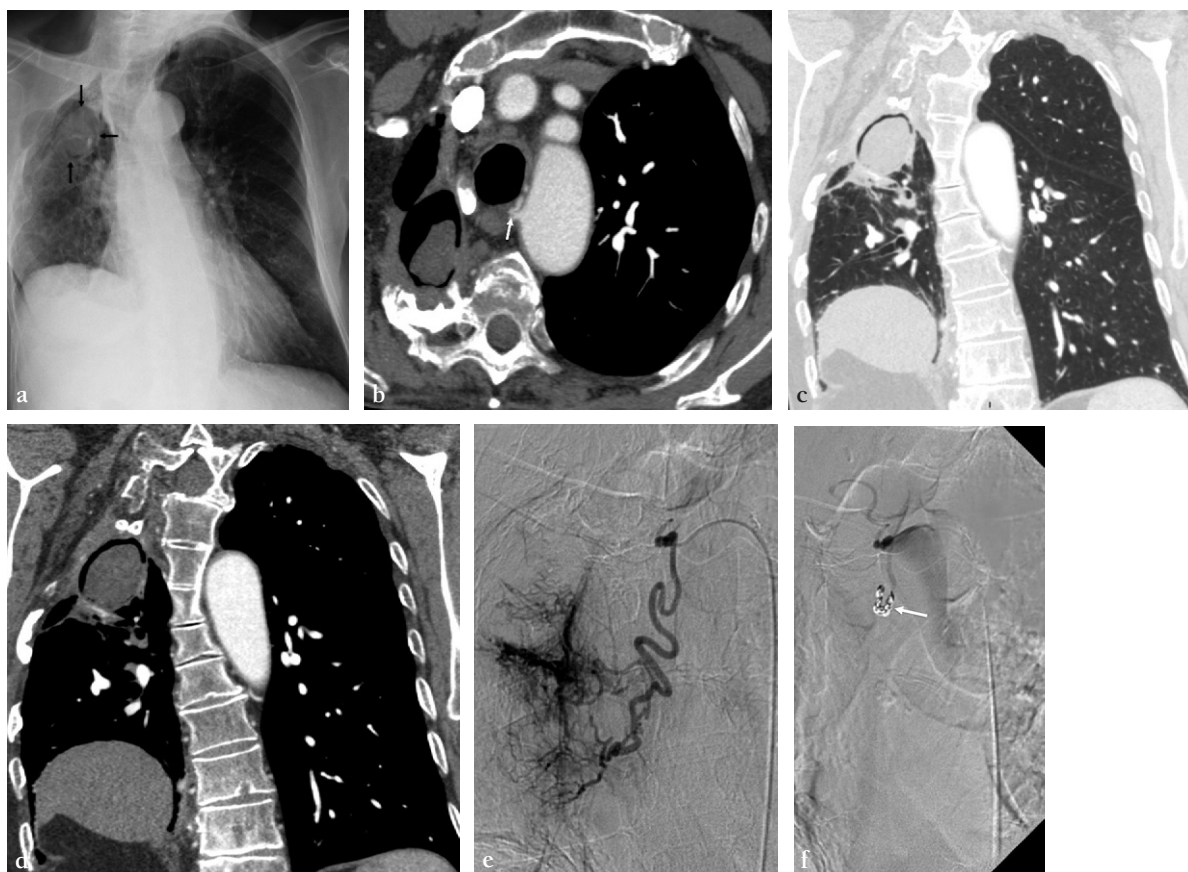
Un patient âgé de 65 ans est suivi pour des séquelles de tuberculose ; il est hospitalisé pour une hémoptysie de 300 mL. (a) Radiographie thoracique de face montrant une destruction du lobe supérieur droit avec une cavité contenant un grelot (flèches) correspondant à un aspergillome. (b) Coupe TDM dans le plan axial en fenêtre médiastinale montrant le grelot et une artère bronchique (flèche) naissant du toit de l'arc aortique. (c,d) Reconstruction dans le plan coronal en fenêtre parenchymateuse et médiastinale montrant la déformation thoracique et le grelot dans la cavité. (e,f) Cathétérisme difficile en utilisant une sonde coronaire gauche (AL1) ; l'opacification (e) montre l'hypervascularisation bronchique majeure autour de l'aspergillome. Le contrôle après embolisation avec des particules et occlusion avec des ressorts (f) objective la dévascularisation complète.
